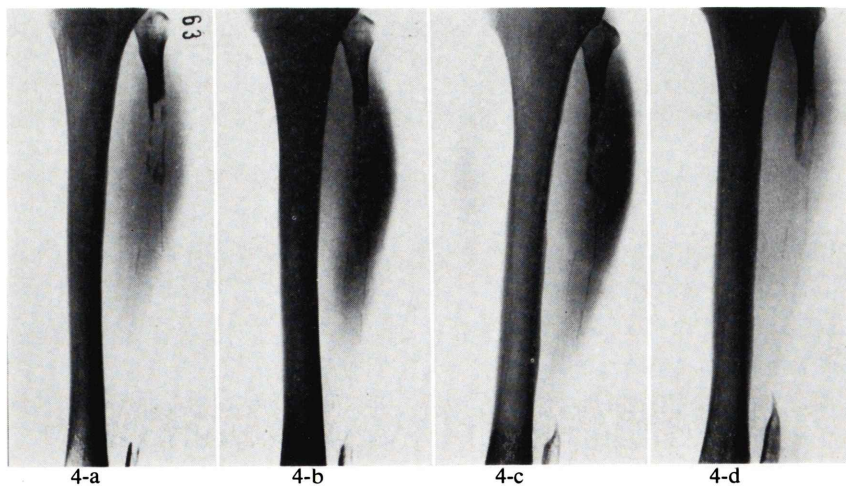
(case 1) Radiograph of the lower leg shows the hypertrophic change of tibia cortex. 4a-4d 3, 6, 18, 30 months after operation
